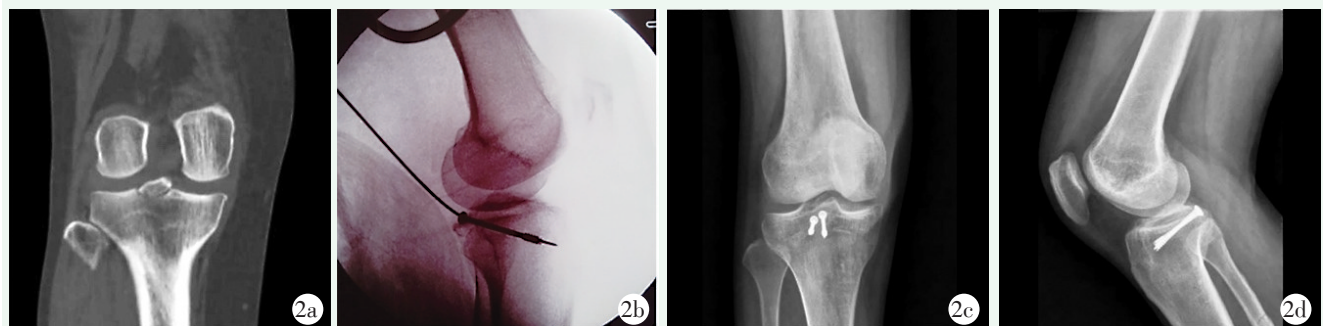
患者男性, 34 岁。2a: 术前冠状位 CT 提示 PCL 胫骨止点撕脱骨折; 2b: 术中置钉后透视; 2c, 2d: 术后正侧位 X 线片显示骨折复位固定良好。
